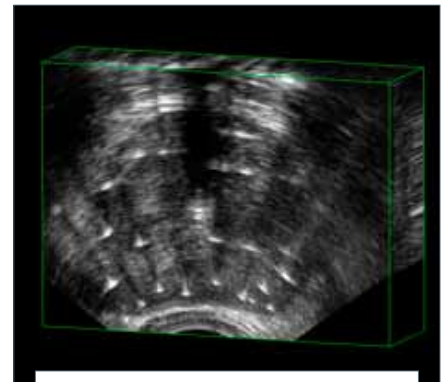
Image échographique transversale d'une prostate. Les points blancs représentent les cathéters qui y sont insérés.
